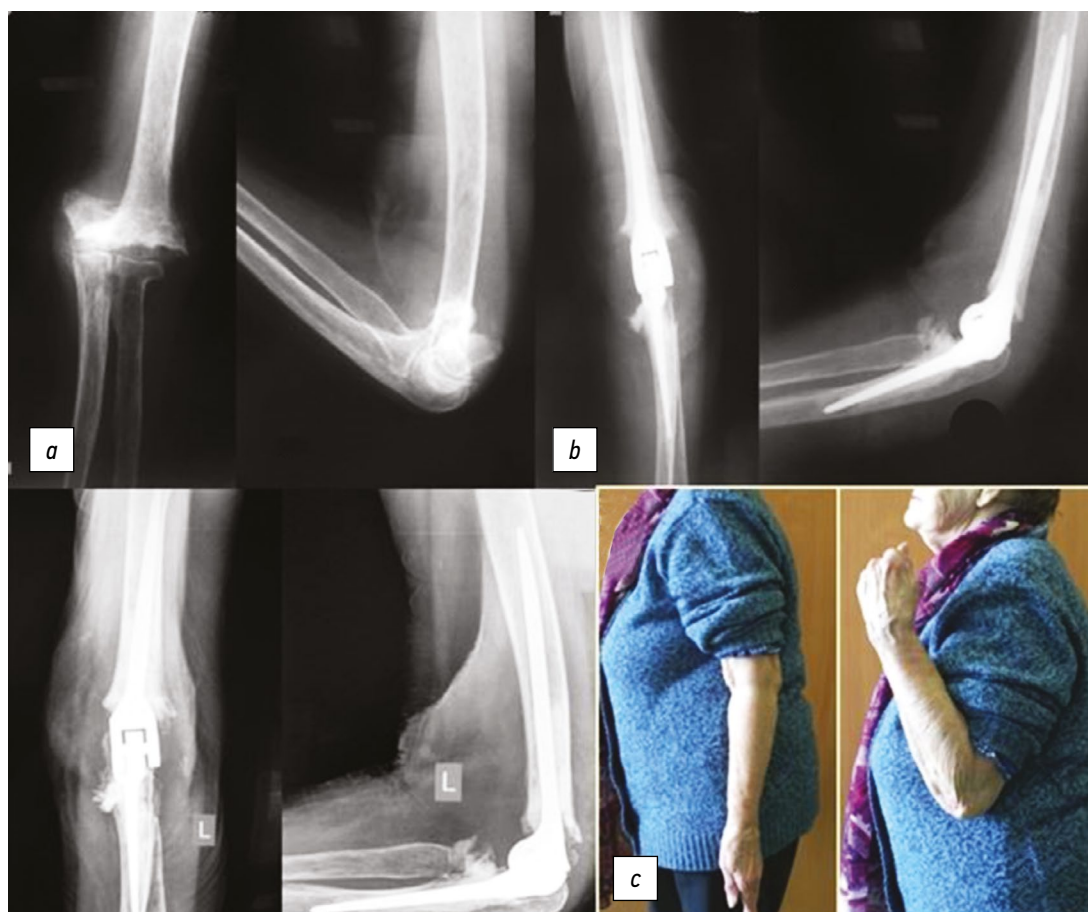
Пациентка, 70 лет: *a* — рентгенологическая картина при поступлении; *b* — выполнено тотальное эндопротезирование сустава; *c* — результат лечения (1,5 года после операции)
